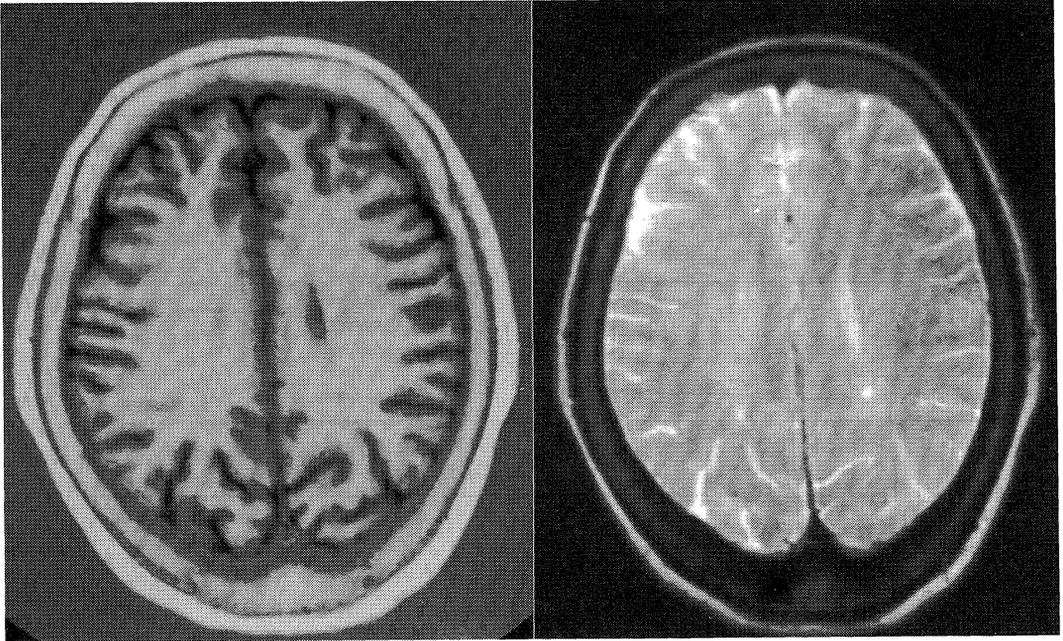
MR imaging of the brain on admission.
